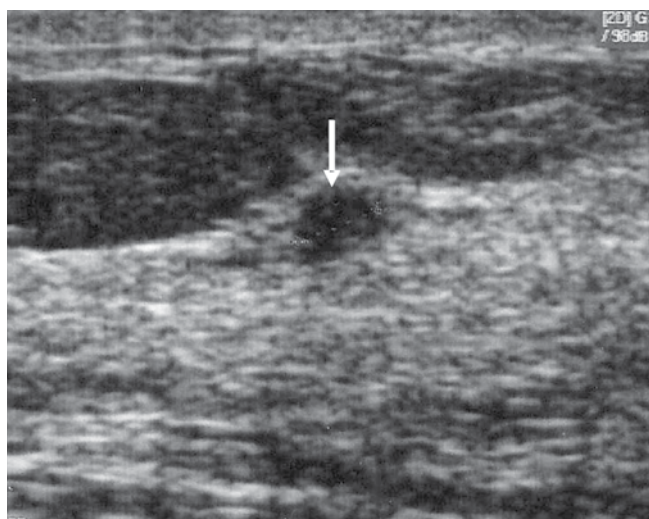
Brodawczak wewnątrzprzewodowy piersi (strzałka). W wywiadzie jedno krwawienie z brodawki sutkowej miesiąc przed badaniem USG
